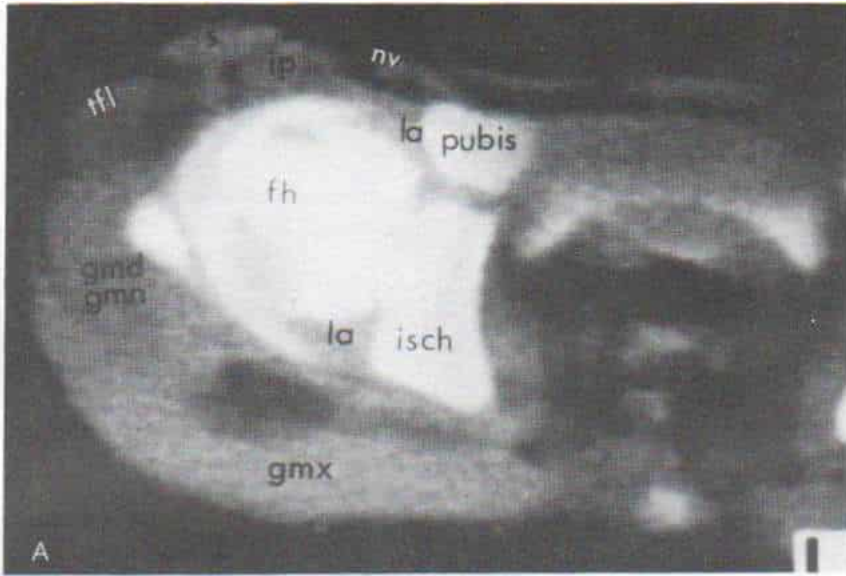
Tomografía computarizada de la cabeza que muestra la constricción de la cápsula por el tendón contraído del psoasiliaco.
